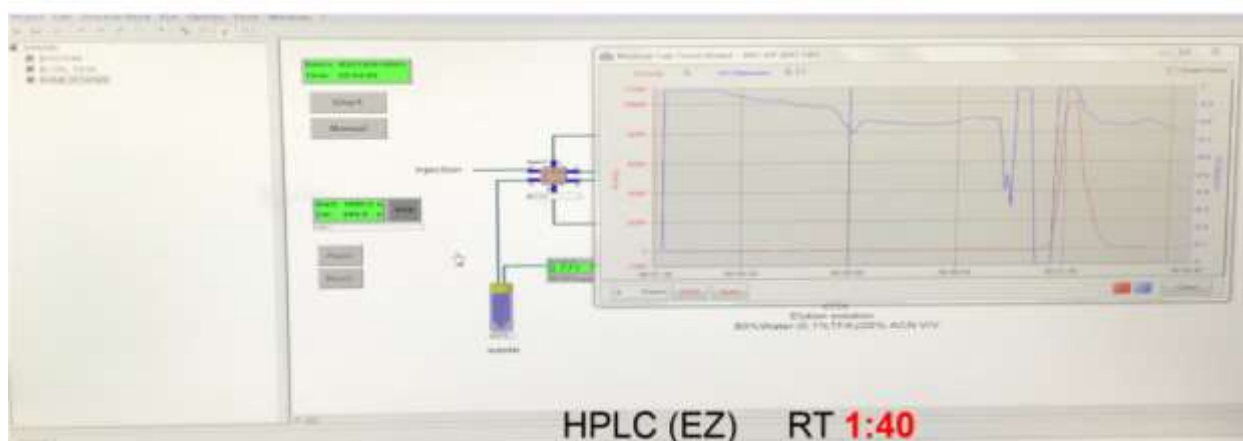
以Eckert-Ziegler radioHPLC鑑定Lu-177-PSMA核醫藥物放化純度，RT約為1分40秒，分析所需時間較短，可做為比較參考。(照片為作者於凱薩琳醫院實地參訪時拍攝)
